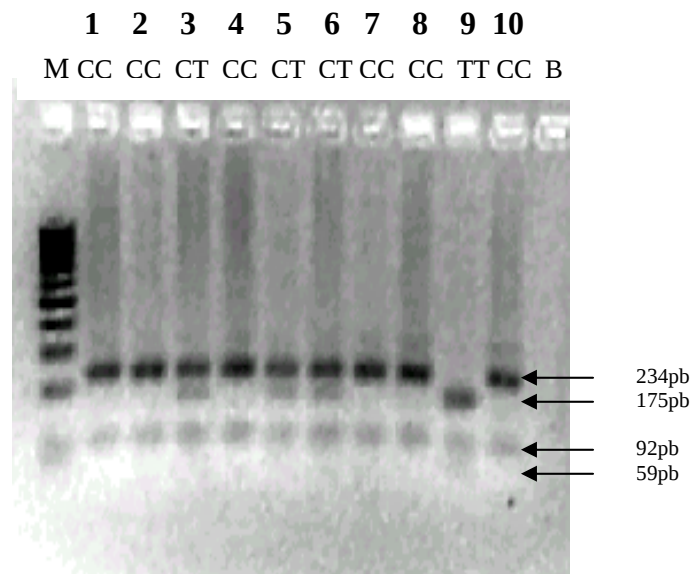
Representação da análise do polimorfismo C(-106)T do gene ALR2 por meio de digestão com a enzima *Bfa*I. M. Marcador de peso molecular (Ladder 100pb), B. Branco, 1,2,4,7,8,10. Pacientes homozigotos para o genótipo CC, 3,5,6. Pacientes heterozigotos para o genótipo CT. 9. Paciente homozigoto para o genótipo TT.
